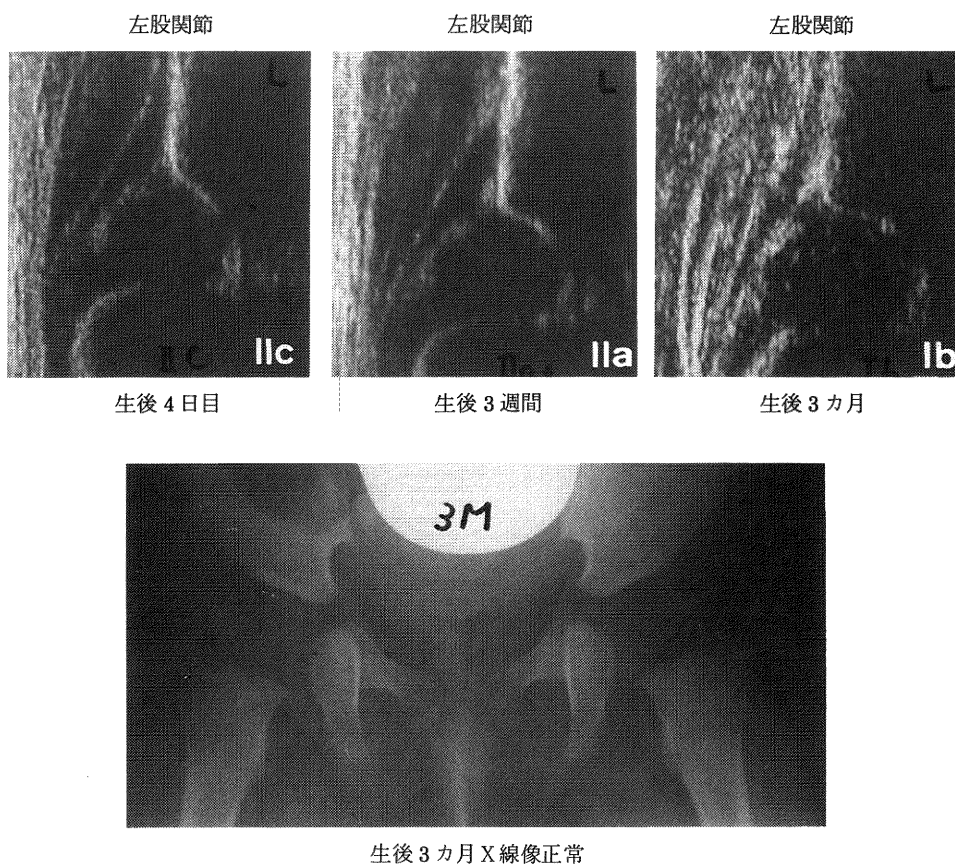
症例2. B群 女児：生後4日の超音波検査で左股関節 IIc であった。生後3週の再検時は、IIa⁺まで改善していた。3カ月検診で、超音波で Ib, X線でも正常であった。
